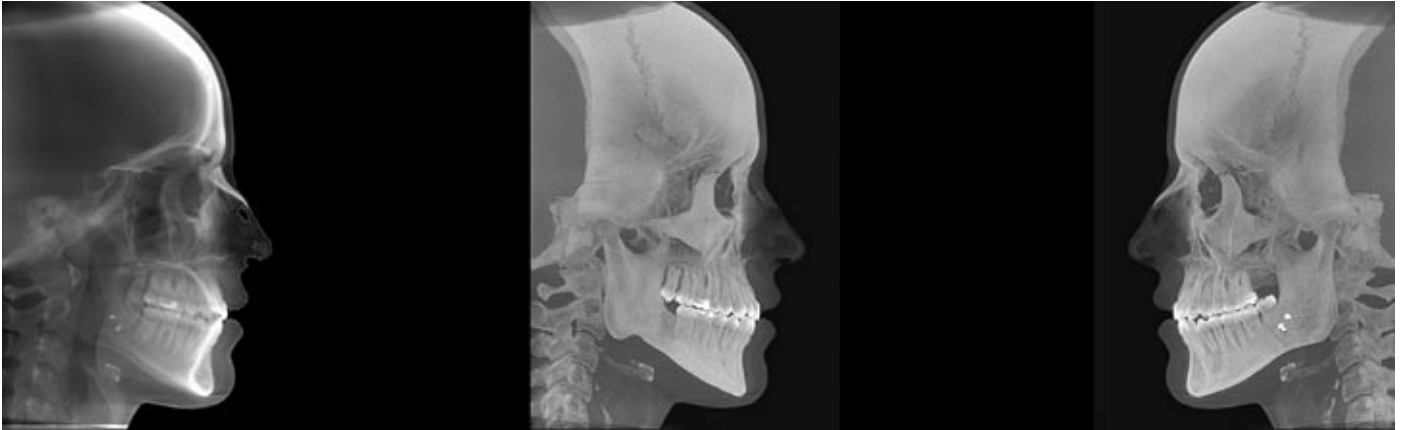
Imágenes laterales obtenidas con CBCT para valoración ortodóncica: (izq.: simula telerradiografía; centro y dcha.: proyecciones en máxima intensidad).
